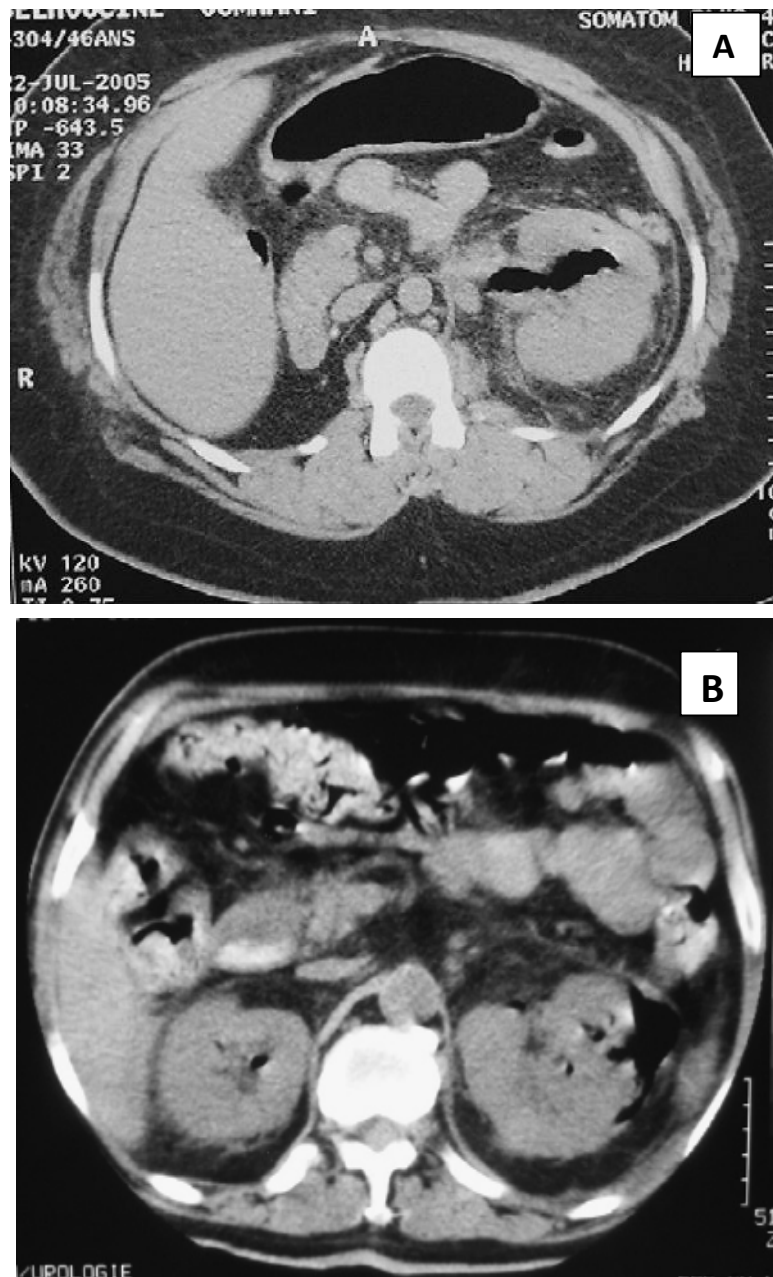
TDM rénale sans injection de produit de contraste chez une femme diabétique âgée de 45 ans: pyélonéphrite emphysémateuse gauche type II.
